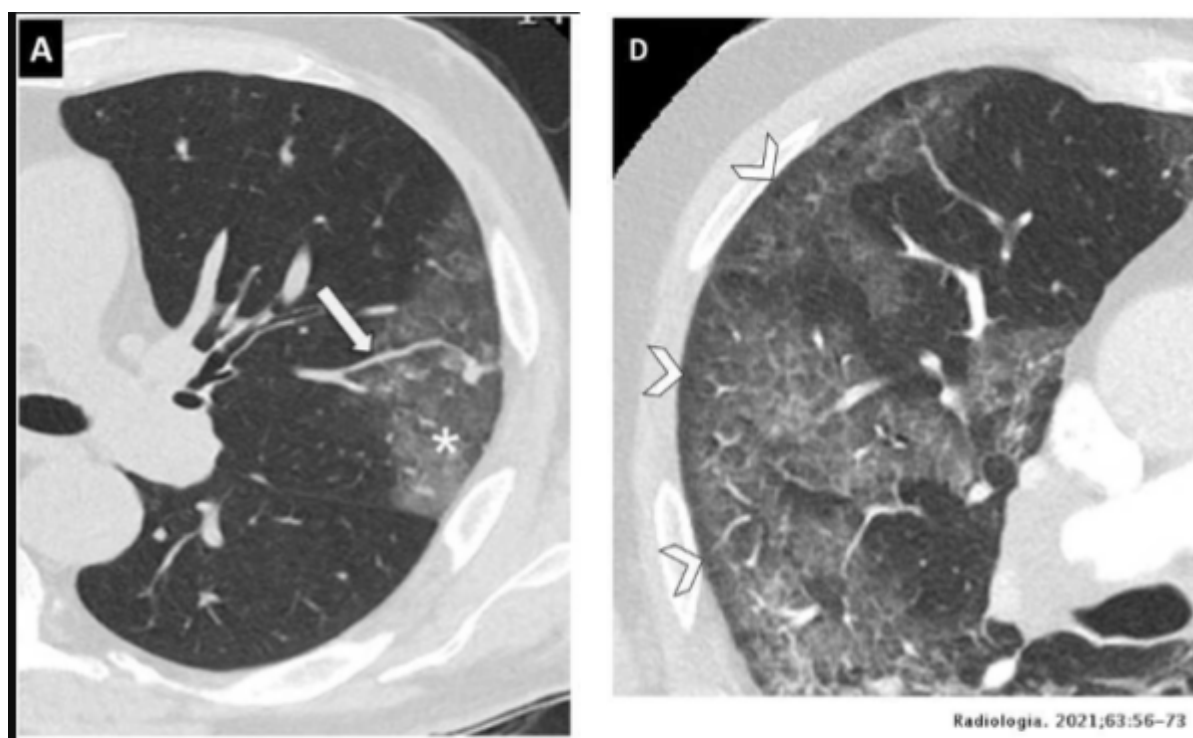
muestras de tomografías con signos de infección por COVID-19
